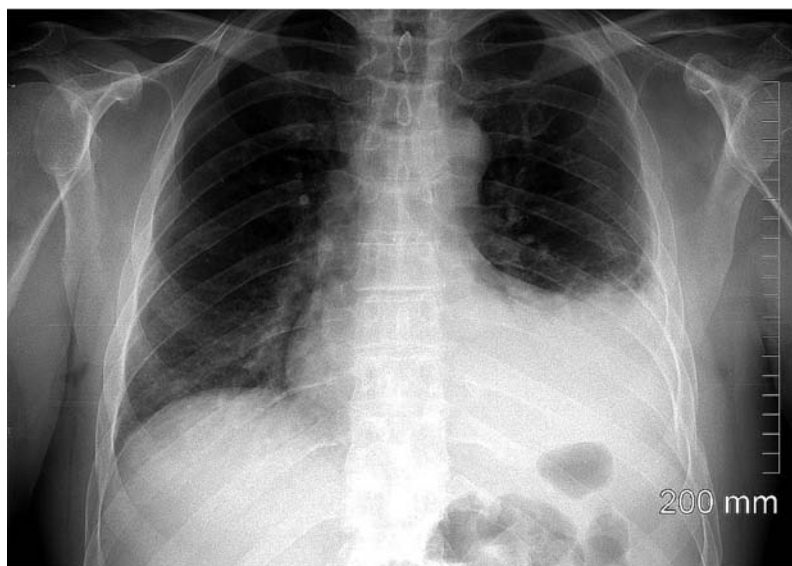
Radiografía de tórax que ilustra una contusión del pulmón izquierdo. Obsérvese la coexistencia de fracturas costales
